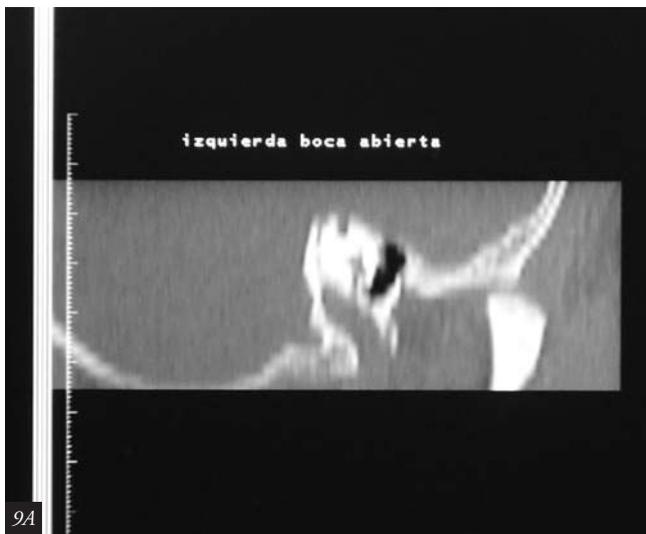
TAC luego de los 18 meses de tratamiento con DIO, de uso permanente. 9A) Izquierda. 9B) Derecha.
